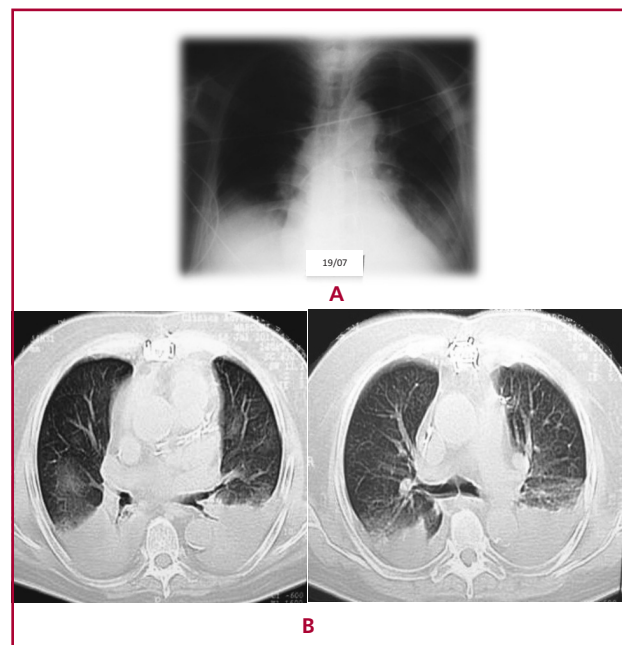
A. Placa de tórax una semana después de corticoterapia. B. Tomografía computarizada una semana después de corticoterapia.
